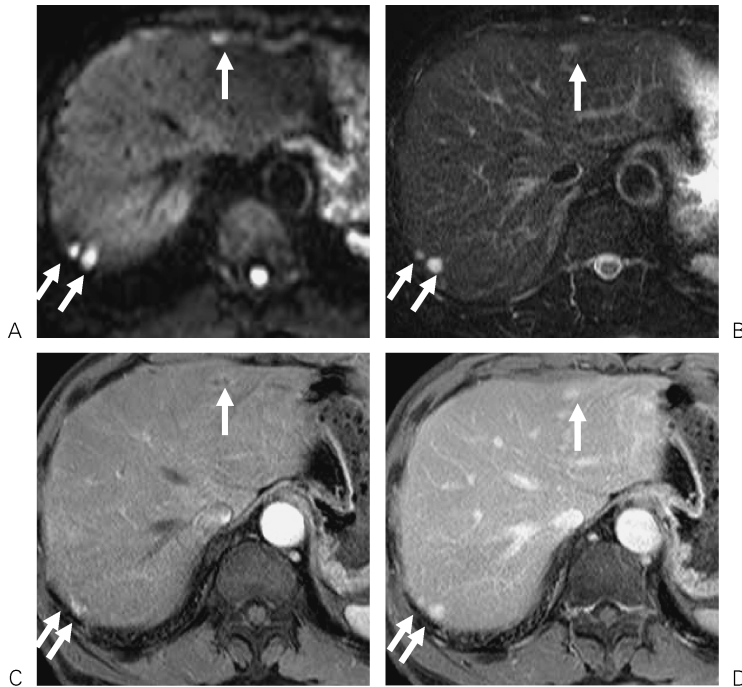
Multiple hemangiomas of a 72-year-old male are shown. Each nodule in S7 and S3/4 (arrows) are observed hyperintensely both on DWI (A) and T2WI (B) (arrow). They show various contrast uptake on arterial phase of dynamic study (C); however, they demonstrate characteristic homogeneous enhancement on delayed phase of dynamic study.
